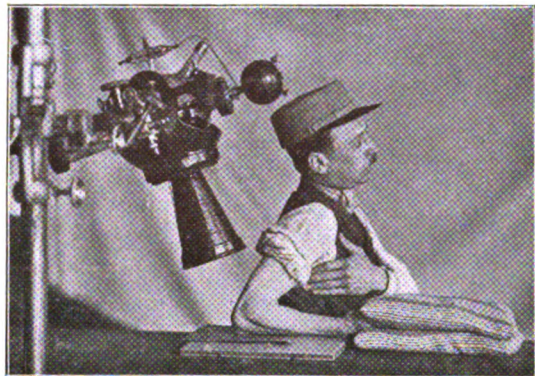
Position pour la radiographie tangentielle postérieure du coude.
